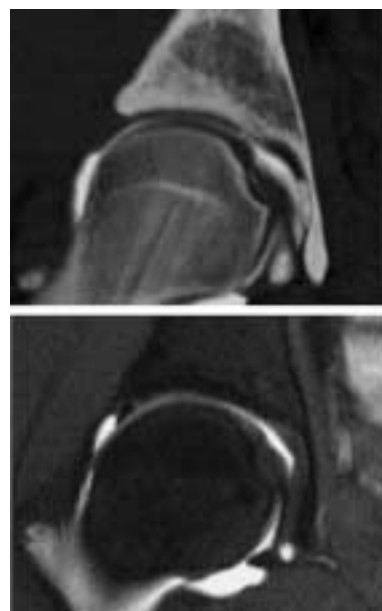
Image comparative de l'étude du cartilage et du labrum sur un arthroscanner (a) et une arthro-IRM (b).
